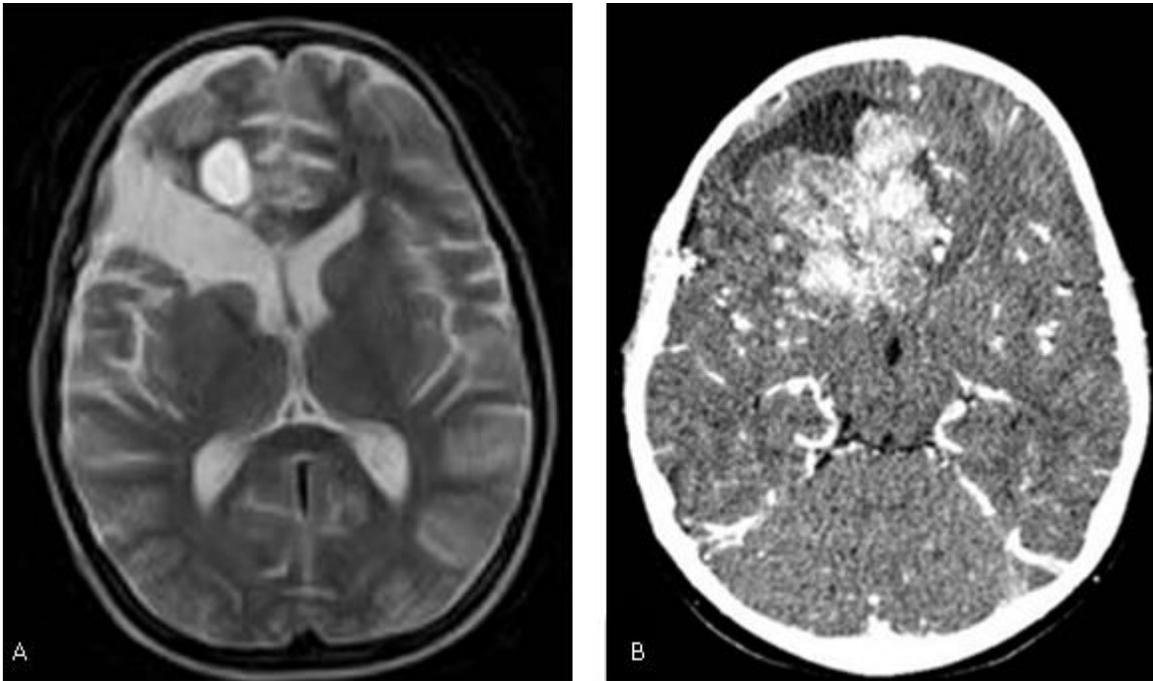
Imágenes posquirúrgicas. A) IRM de cráneo con lesión residual frontal derecha un mes después de la cirugía. B) TC multicorte de cráneo con recidiva tumoral tres meses después de la cirugía con captación heterogénea de contraste intravenoso.
